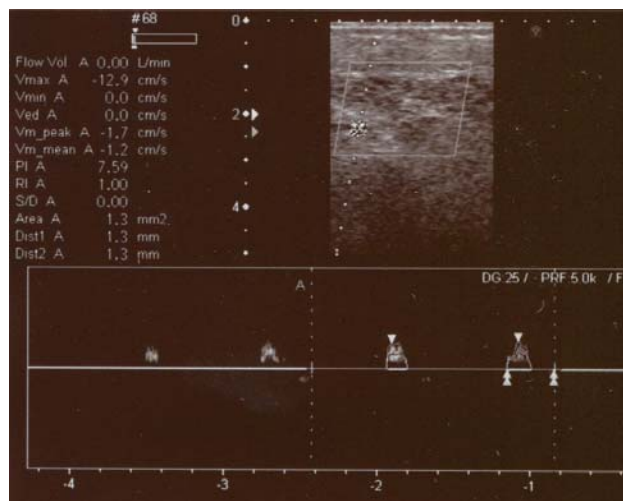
УЗИ медиальной поверхности голени, подфасциальная область, вена Коккетта 8 см от медиальной лодыжки, сопровождающая артерия из системы задней большеберцовой артерии (диаметр – 1,3 мм; РИ – 1,0; скорость кровотока – 12,9 см/с)
